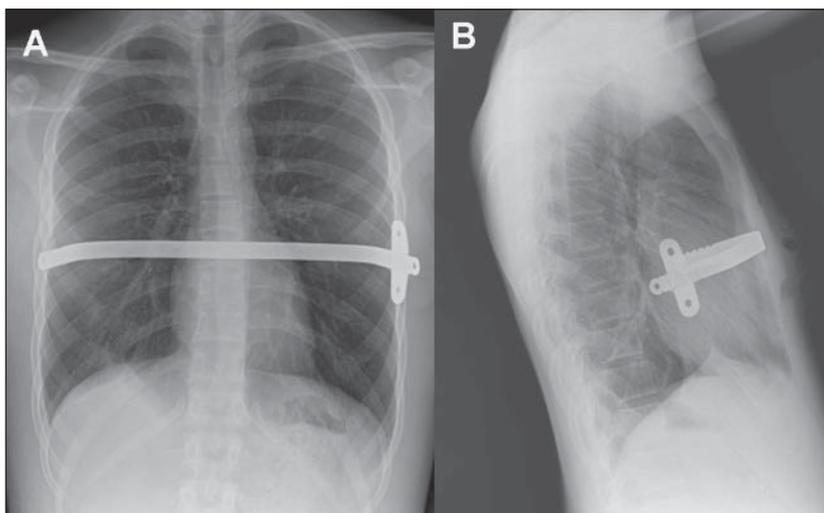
A y B: Radiografía de tórax postero-anterior y lateral, se observa posición de la barra en el post operatorio.
